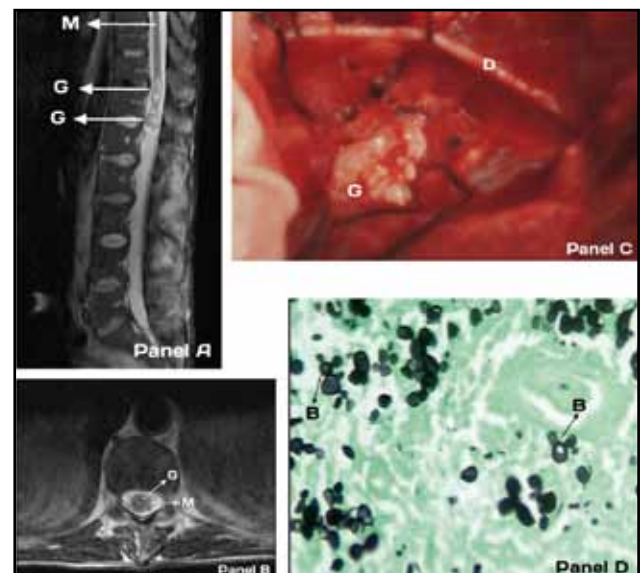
Panel A y B: RMN columna donde se observan granulomas. Panel C: Foto operatoria. Panel D: Coloración de plata metenamina donde se ven las blastoconidias de *Paracoccidioides brasiliensis*. (M: médula espinal. G granuloma. D: duramadre. B: blastoconidias).
